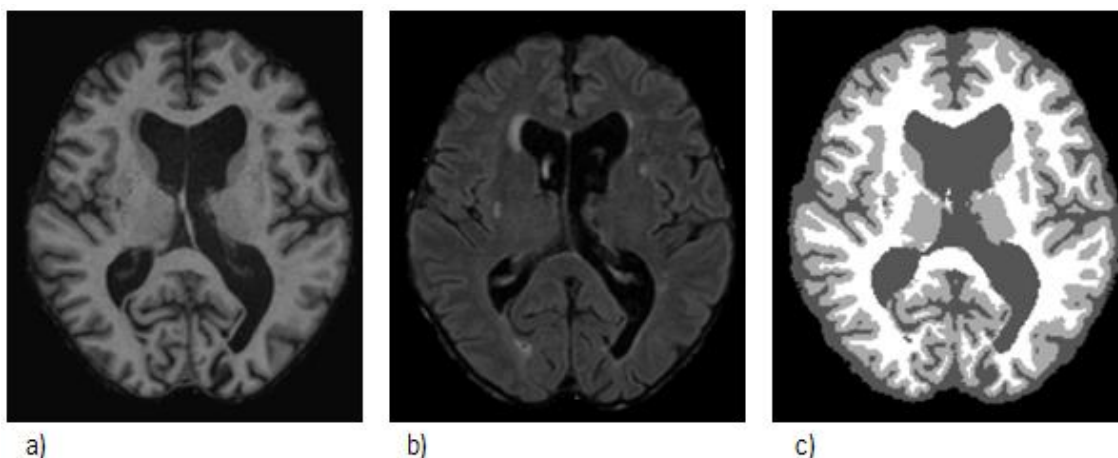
Segmentação de um sujeito do conjunto de teste. a) T1; b) FLAIR; c) segmentação.
